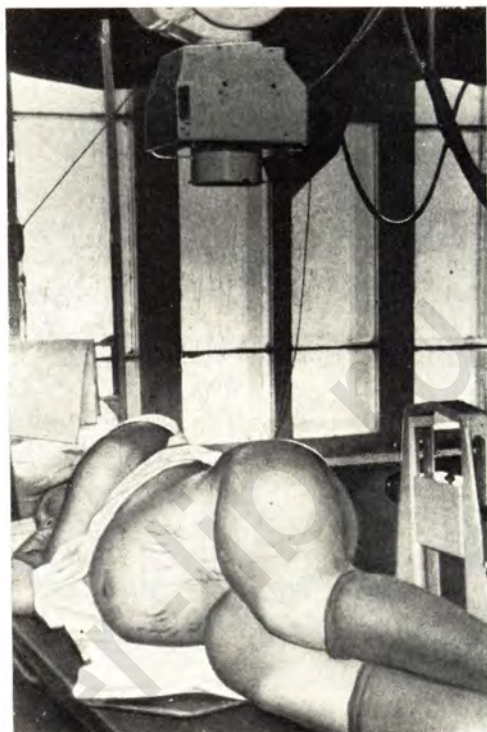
Положение беременной при рентгенографии в боковой проекции.
